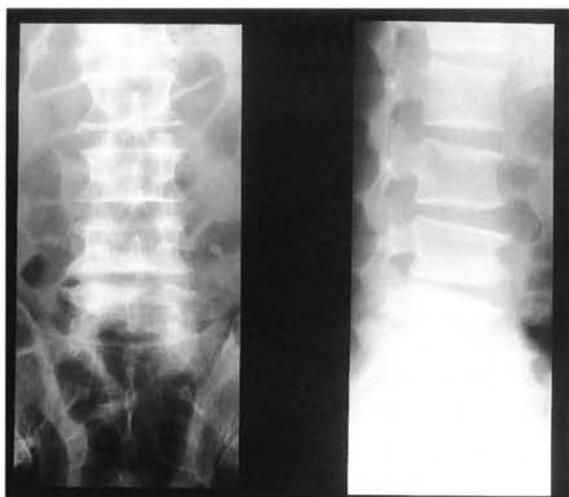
腰椎単純写真正面像・側面像：L4/5レベルの椎間板腔の狭小化と骨棘形成、終板に不整像を認める。
